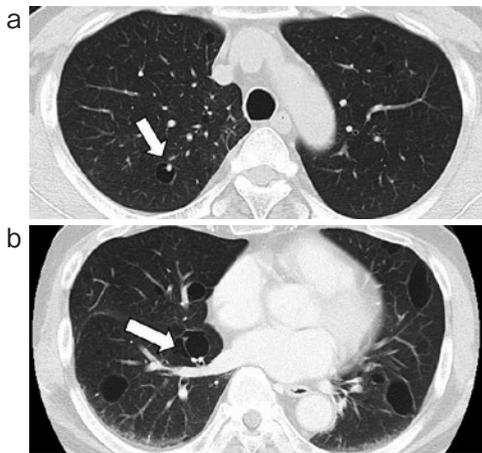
初診時胸部単純 CT。両肺野に多発性に肺嚢胞を認めた (a, b)。嚢胞は不整形であり、中下肺野に目立った (b)。肺動脈・肺静脈の起始部を含んでいる嚢胞もあった (矢印)。
